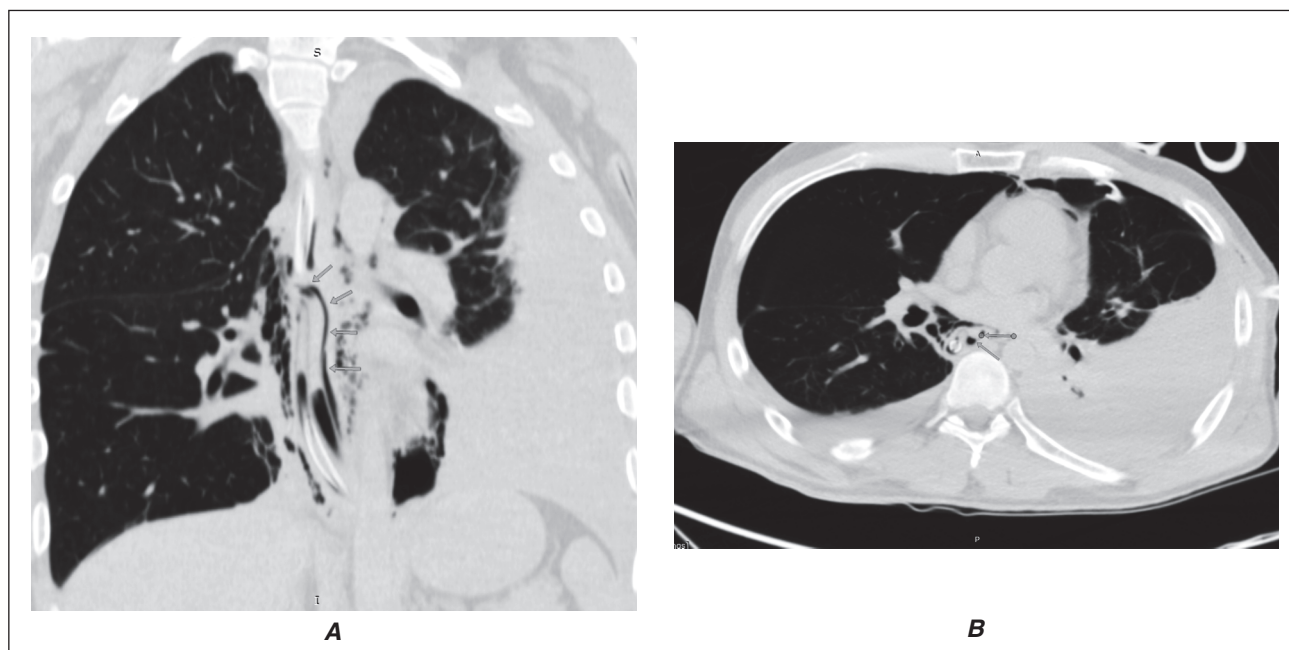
CT scan: rupture of the lower third of the esophagus, mediastinal emphysema, local mediastinitis, left-sided pneumothorax, atelectasis of the left lower lobe: A — longitudinal section, B — cross section
